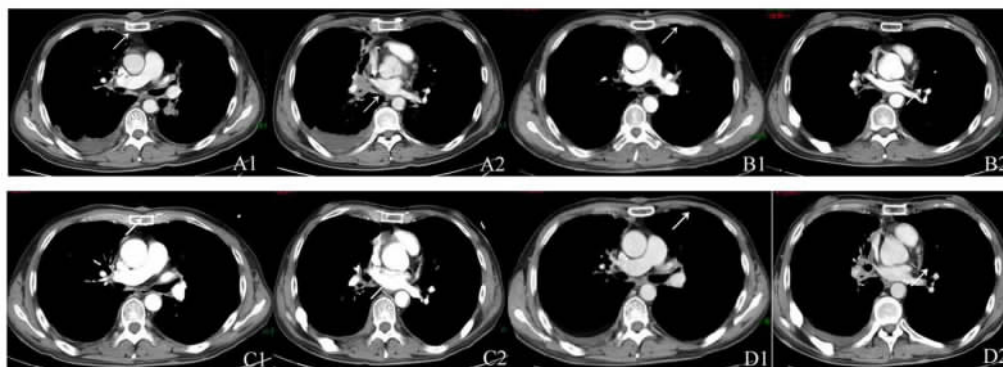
阿帕替尼治疗过程中胸CT变化(病变包括胸壁皮肤转移灶和右肺门淋巴结及右侧胸腔积液)
